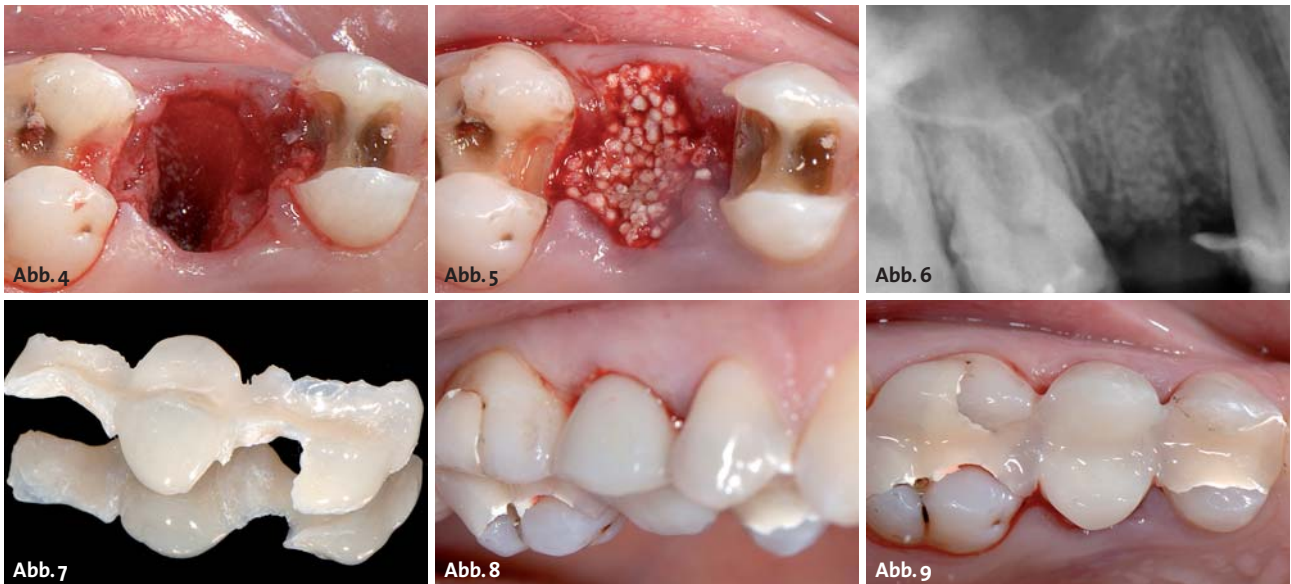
Atraumatische Extraktion ohne Lappenbildung. – Abb. 5: Befüllen der Alveole mit easy-graft™CLASSIC. – Abb. 6: Röntgenaufnahme nach der Operation. – Abb. 7–9: Eine provisorische Acrylbrücke wurde an den anliegenden Zahn angebracht.
